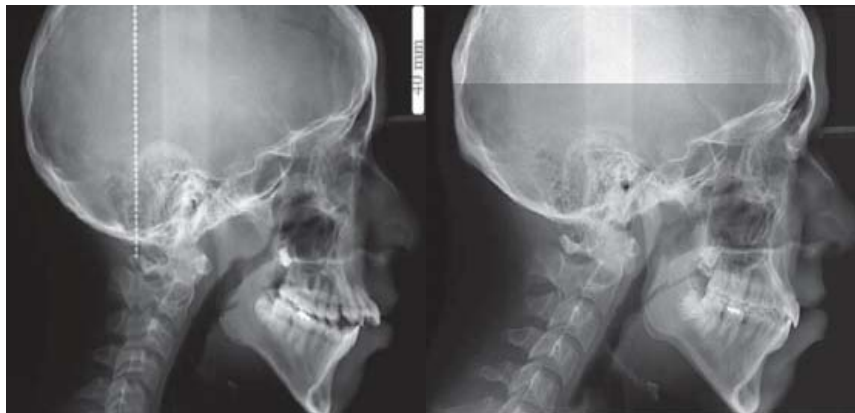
Radiografía lateral de cráneo comparativa.
